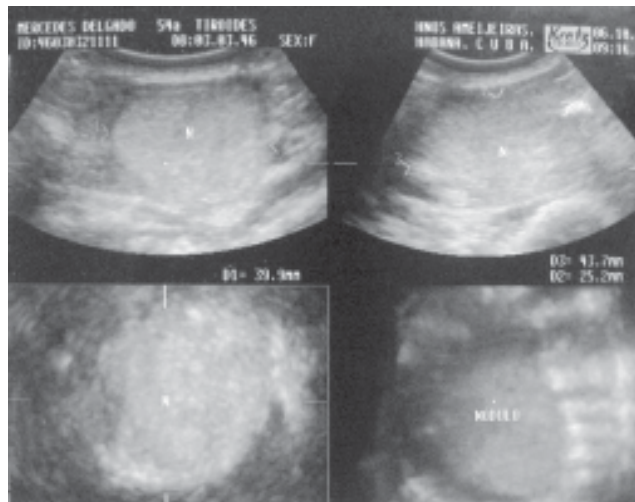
Ecografía tridimensional que muestra nódulo de la glándula tiroides.
